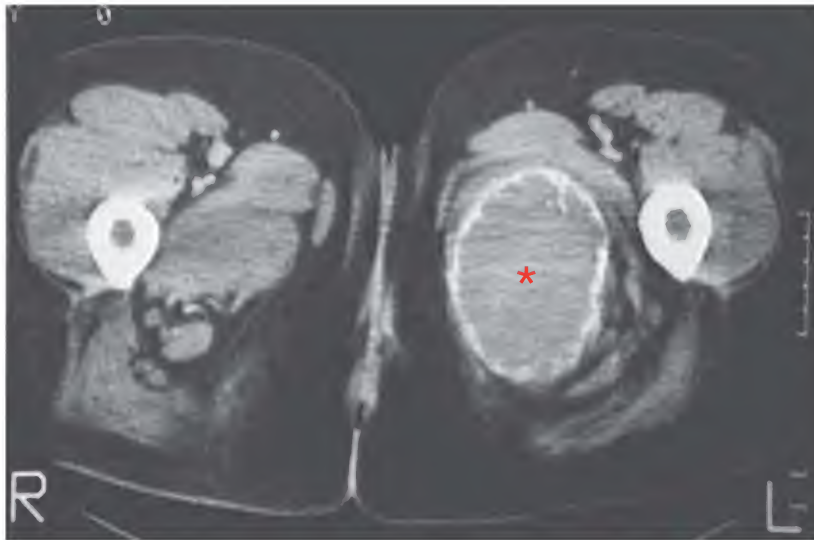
Tumor de células gigantes, tomografía computarizada
